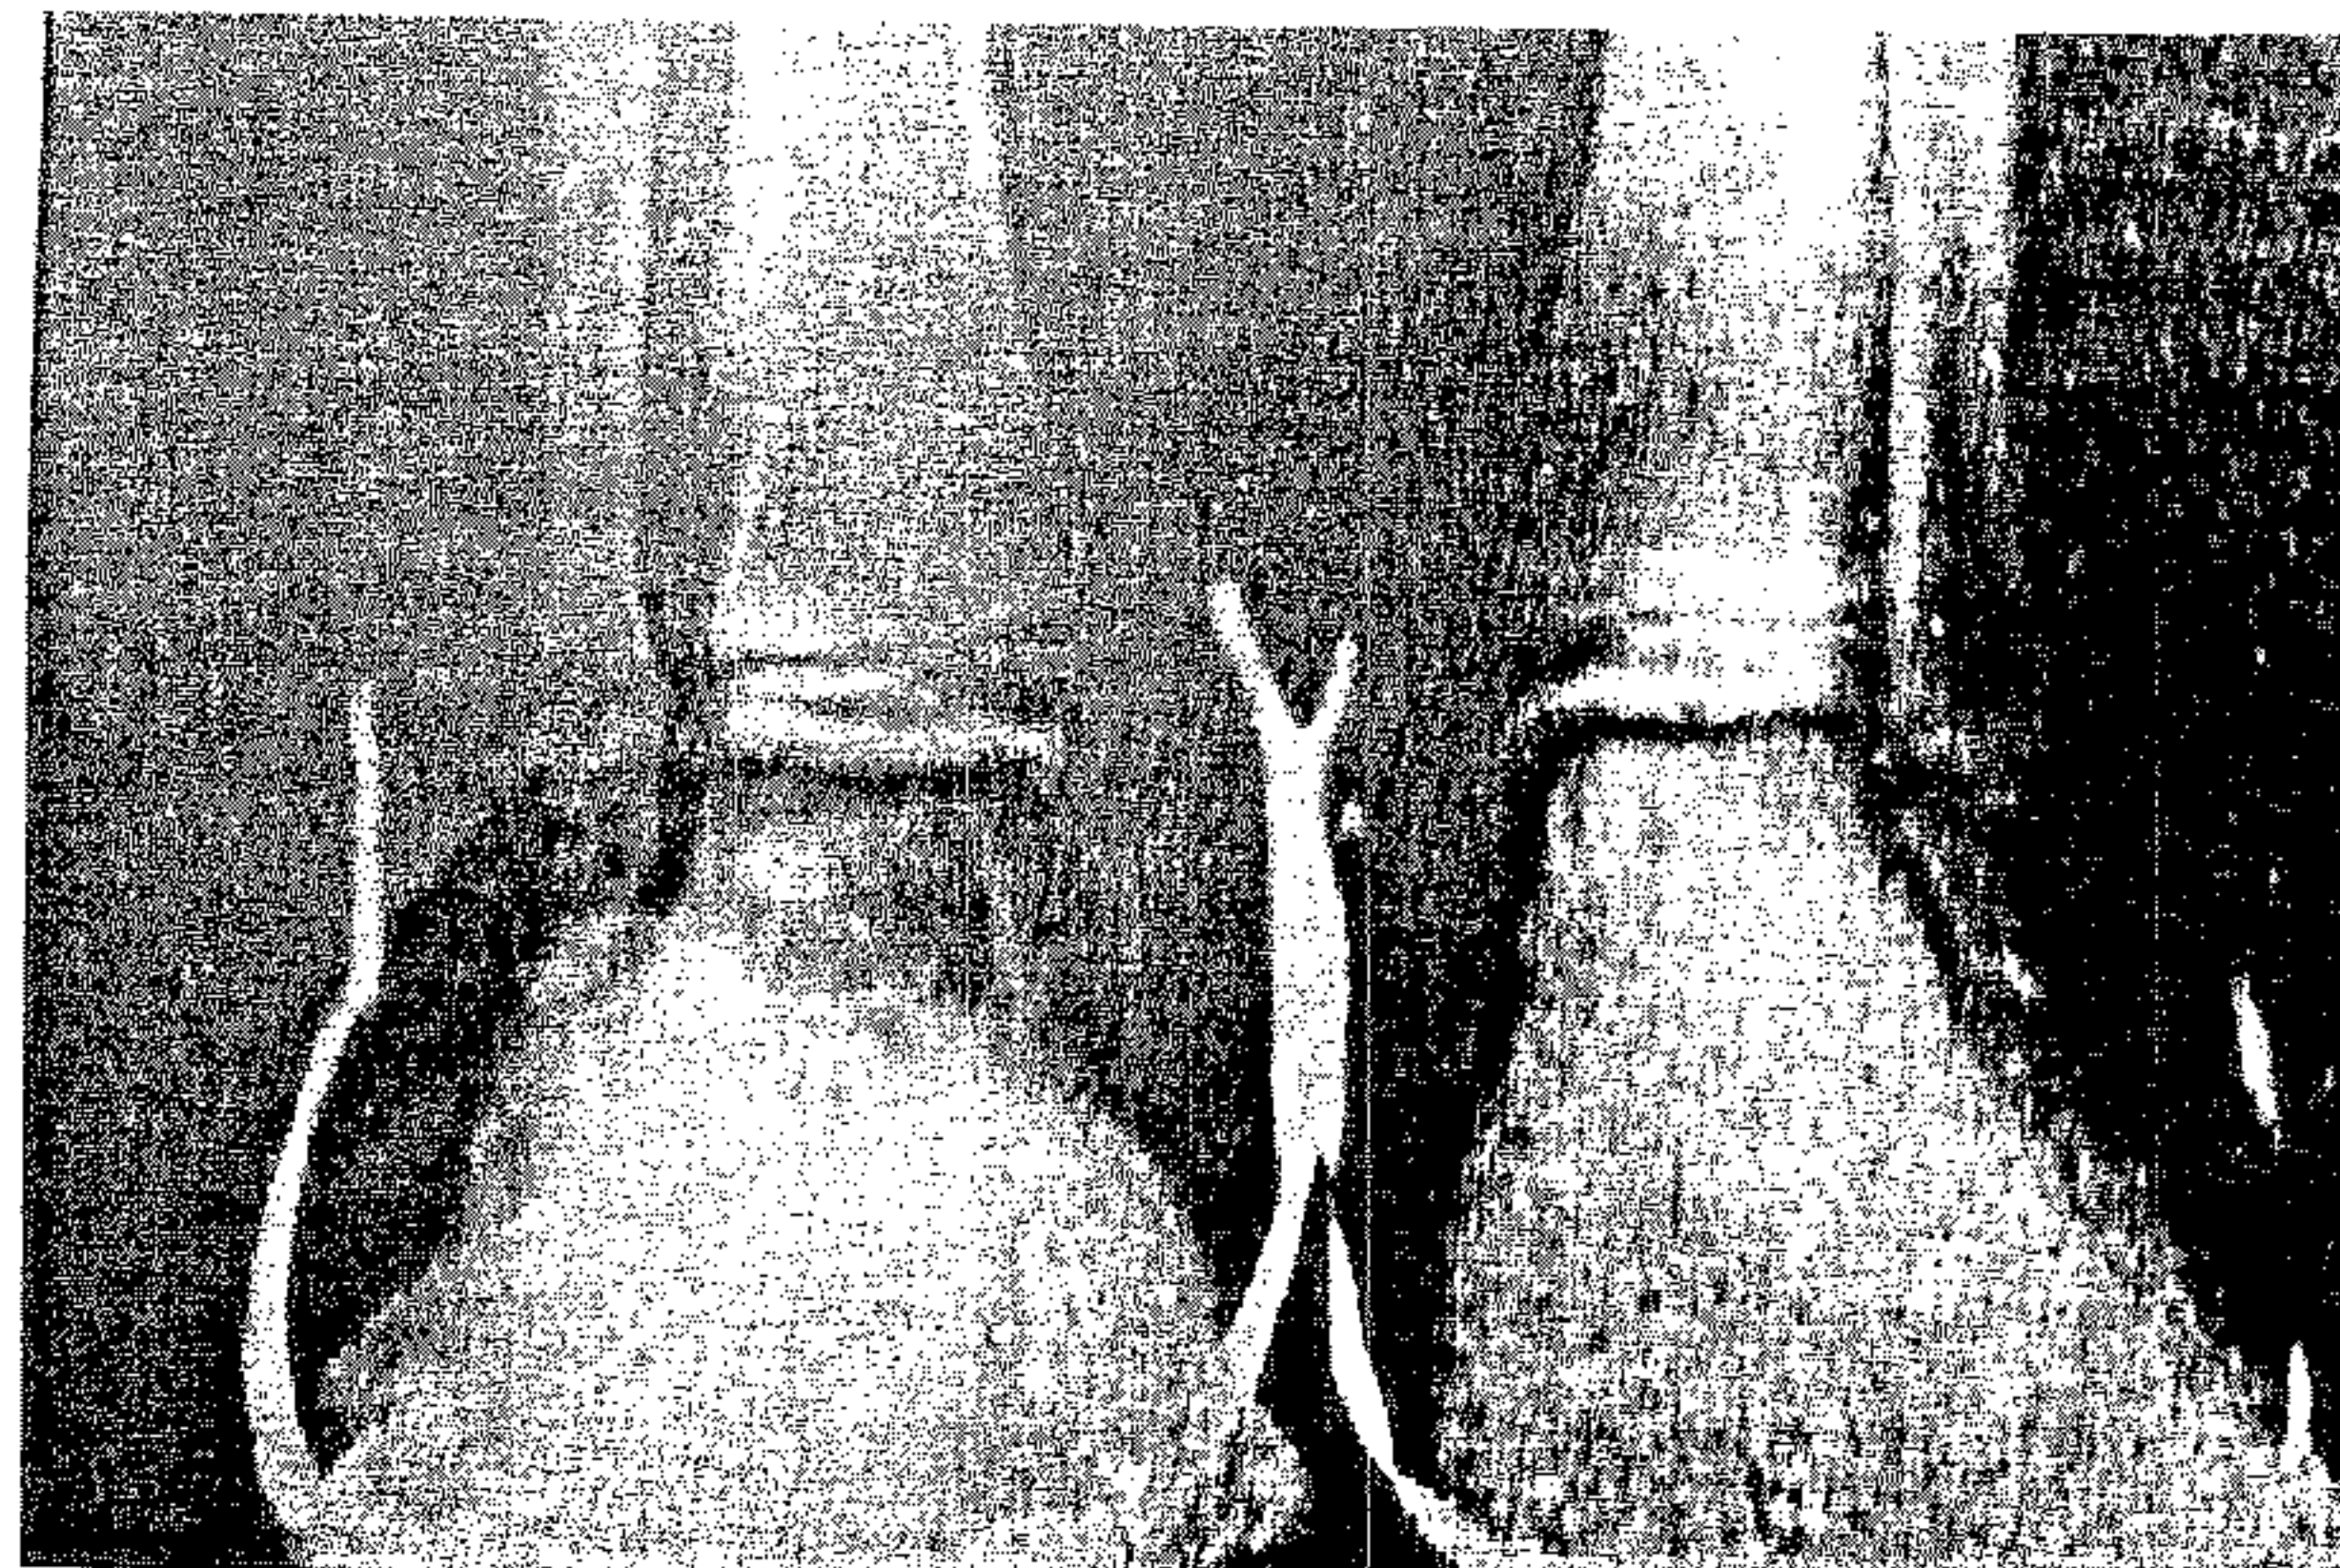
Radiografia articulației tibio-talice de față, cu marker metalic (Meary).
